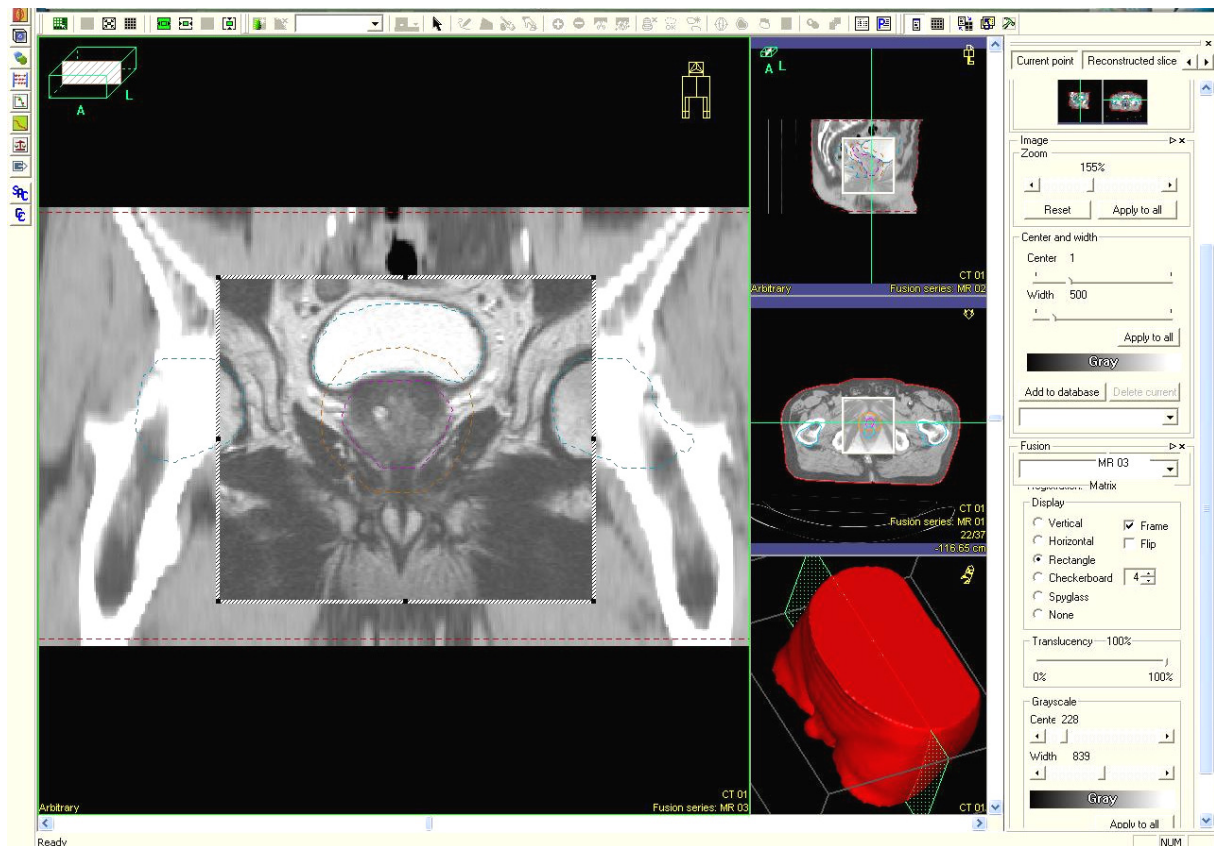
Fusion d'images TDM-IRM par information mutuelle dans le cadre d'un traitement par radiothérapie d'une tumeur prostatique (station Oncentra Master Plan®).
